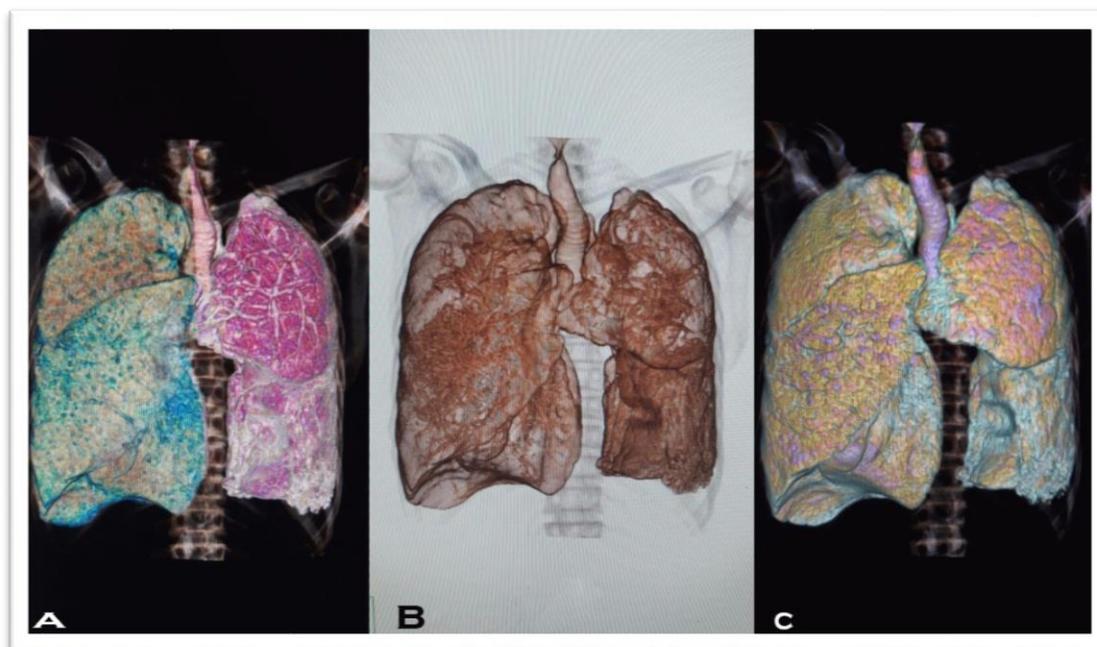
Reconstrução do exame de Tomografia de Tórax de Alta Resolução em 3D, evidenciando a fibrose pulmonar nos campos pleuro-pulmonares observados nas imagens (A, B, C).
